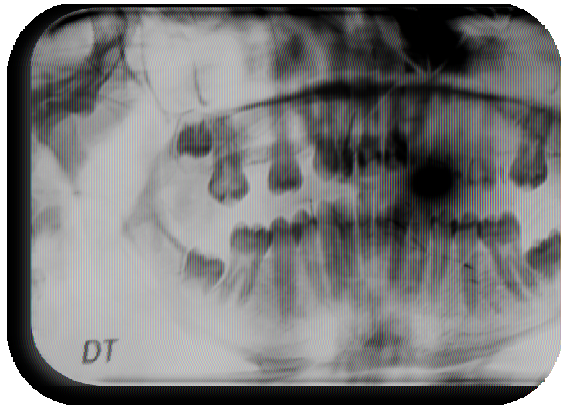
la radiographie panoramique dentaire
